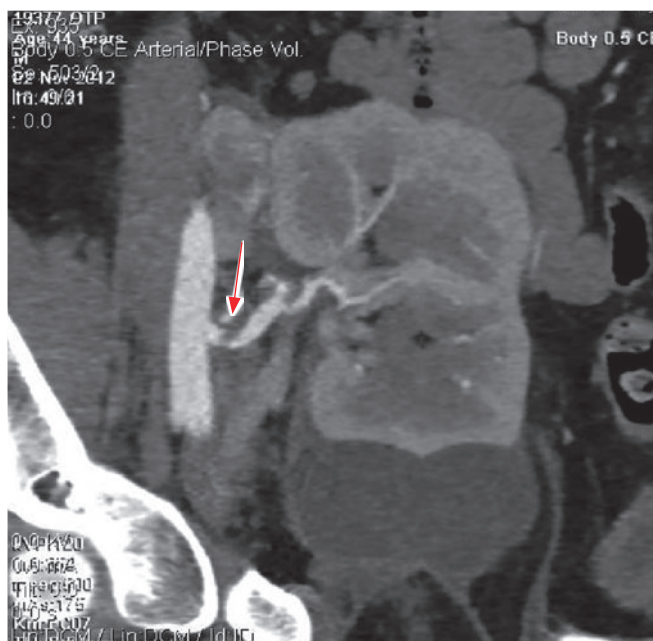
МСКТ-ангиография (MPR-, VRT-реконструкции). Определяется резкий стеноз в устье артерии почечного трансплантата (стрелка). У нижнего полюса ПАТ определяется жидкостное скопление – лимфоцеле (звездочка)
